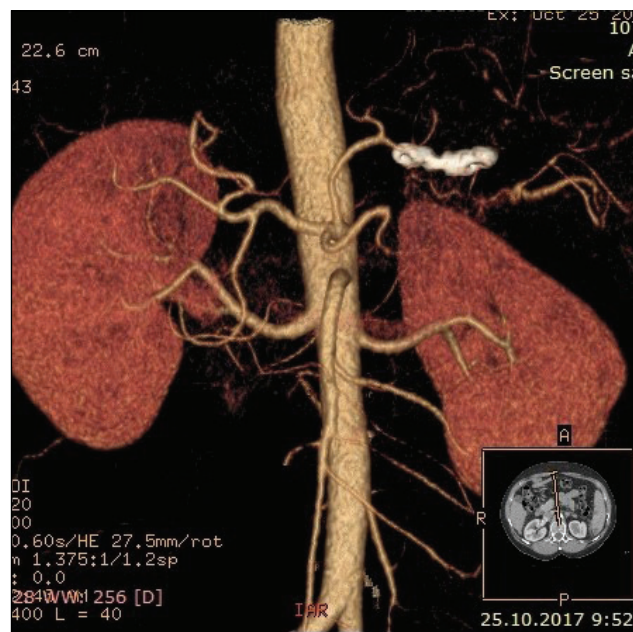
Контроль эффективности «облачной» эмболизации с помощью мультиспиральной компьютерной томографии органов брюшной полости с объемной реконструкцией сосудов (артериальная фаза). Выраженное сужение сосуда и обеднение кровотока в месте расположения окклюдера, хороший гемодинамический эффект
